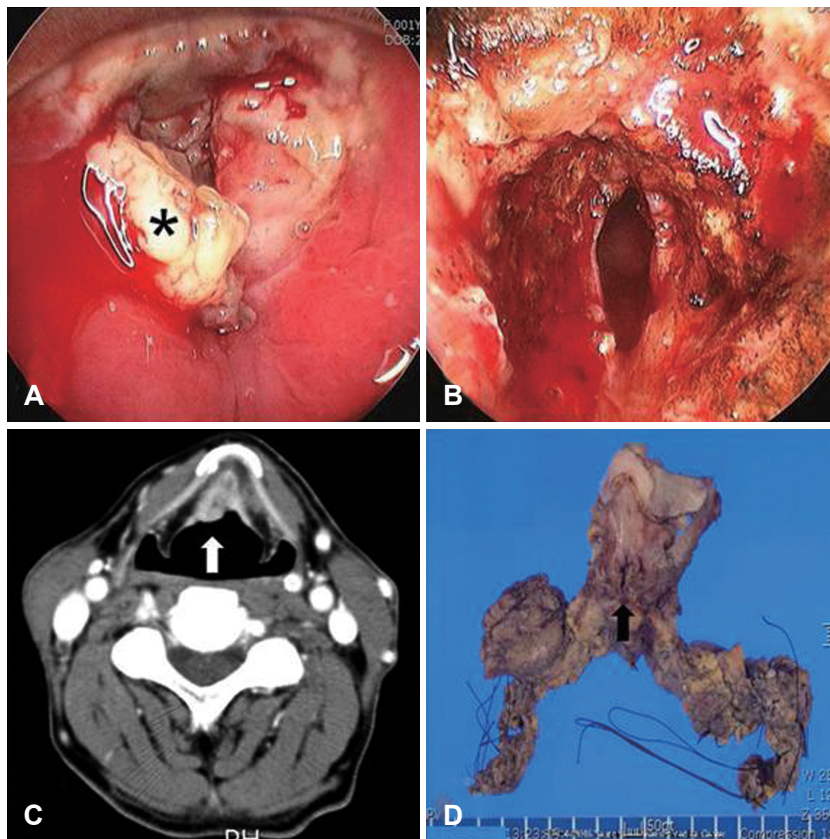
The preoperative laryngoscopic finding of case 2 shows a polypoid mass (asterisk) at both false vocal cord (A). The postoperative laryngoscopic finding of case 2 shows the mass removed state using CO₂ laser (B). The axial view of the preoperative computed tomography scan of case 3 shows a mass (white arrow) with soft tissue density in the preepiglottic space of the supraglottic larynx (C). The gross finding of case 3 shows about 2.0×1.5 cm sized and protruding mass (black arrow) at laryngeal surface of the epiglottis after supraglottic laryngectomy (D).
